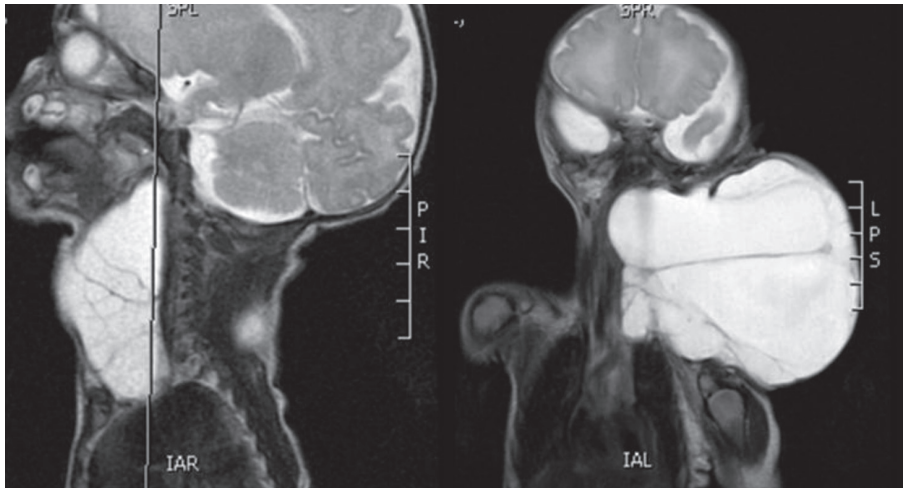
Imagen de resonancia magnética de gran malformación linfática macroquística.
